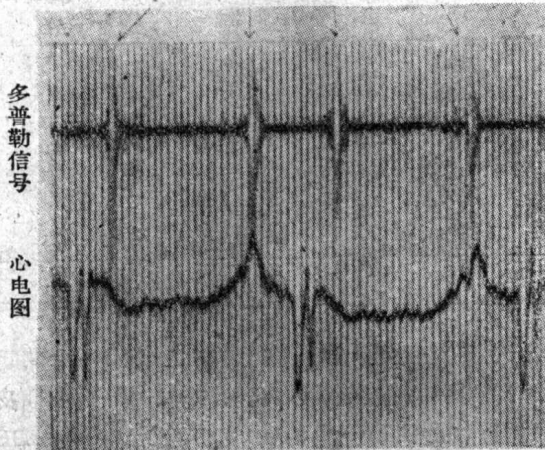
与心壁运动有关的低频超声多普勒信号(左胸骨旁綫第四肋間)。
